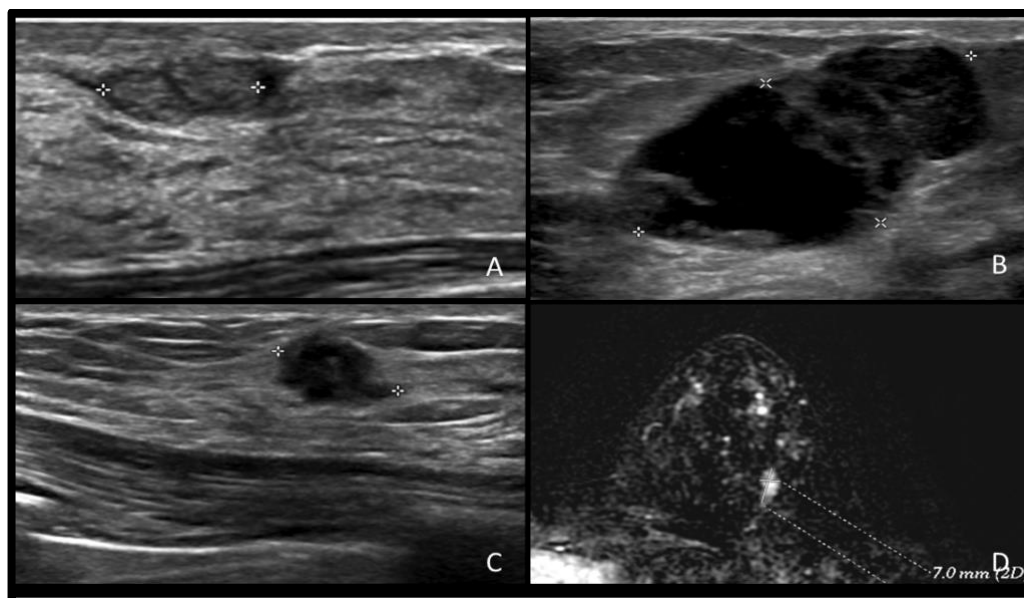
Ejemplos de lesiones BI-RADS 4. Imagen A) nódulo intraductal, BI-RADS 4a. Imagen B) lesión sólido-quística en ecografía, BI-RADS 4b. Imagen C) nódulo palpable de margen irregular, BI-RADS 4c. Imagen D) nódulo irregular en RM, BI-RADS 4.
